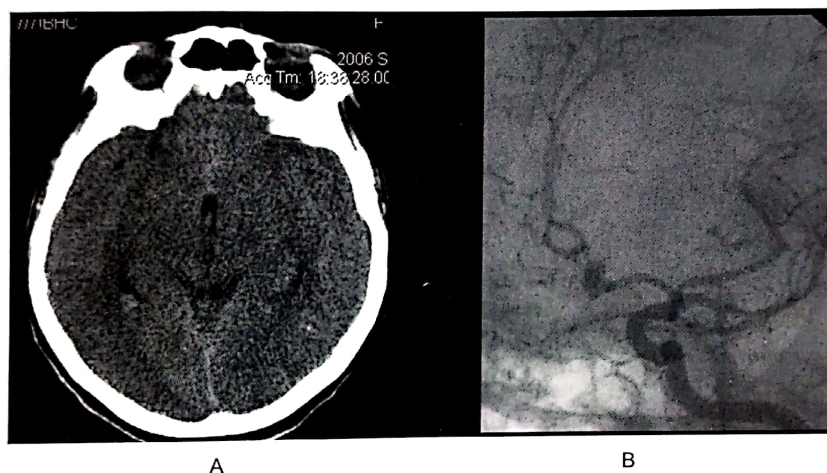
Anevris de arteră comunicantă anterioară rupt cu HSA grup Fisher 2. A) Secțiune CT, se constată hiperdensitate sanguină minimă în porțiunea anterioară a scizurii interemisferice. B) Angiografie endovasculară: anevrism bilobat injectat din A1 stâng.
